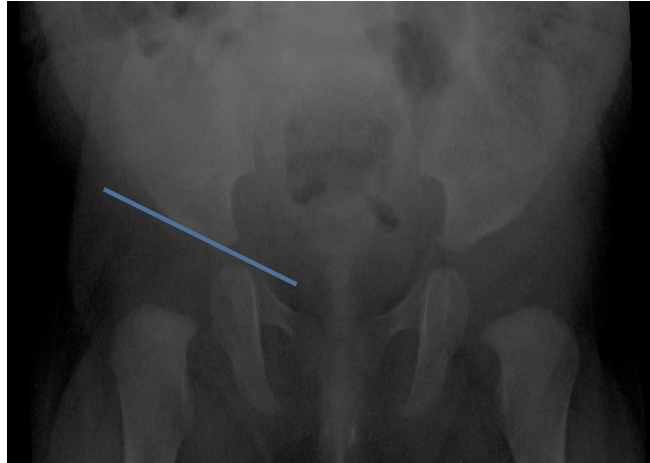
Radiografía de pelvis tomada de Van Buren con Línea tangente al acetábulo en color azul.
